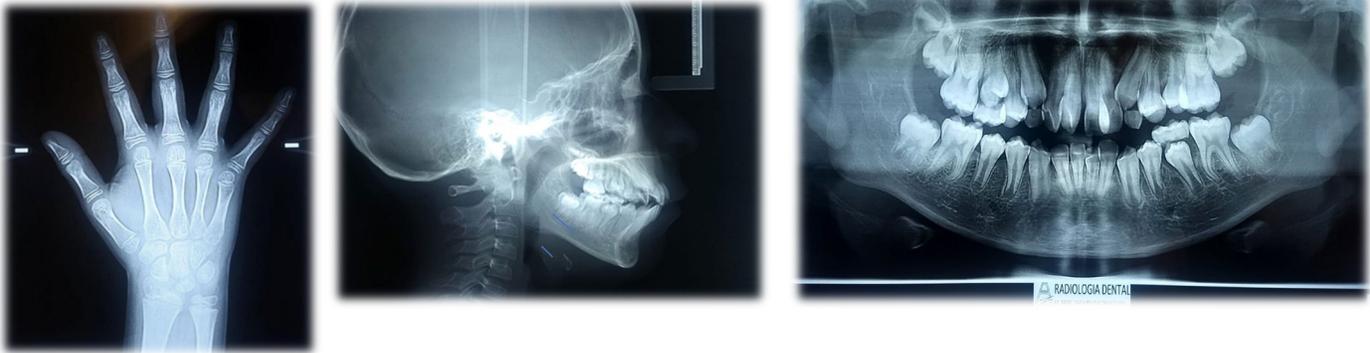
Radiografías; lateral de cráneo, carpal y ortopantomografía pre tratamiento.
